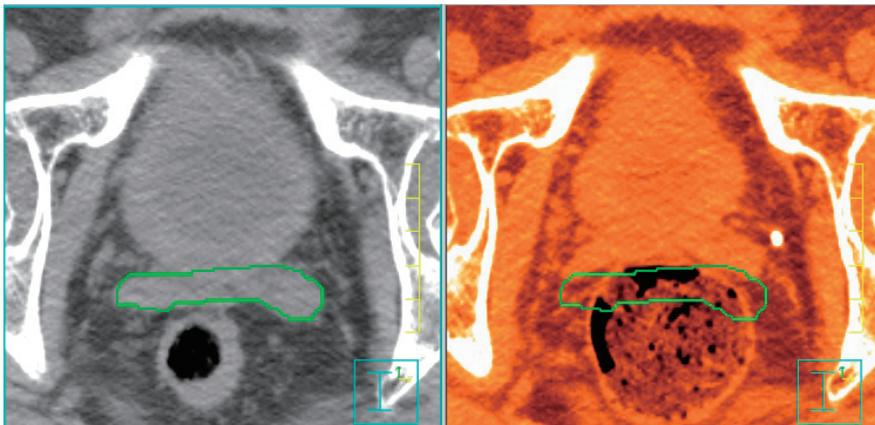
精囊の位置移動 (左: 治療計画用 CT 右: 治療直前 CT)
